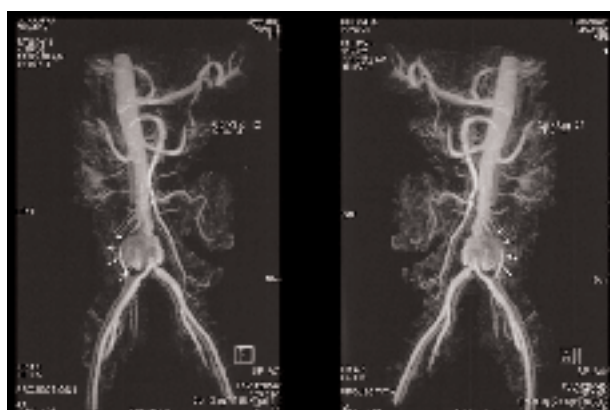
Angio-IRM de l'aorte abdominale précisant la localisation de l'anévrisme (cas n°1).
